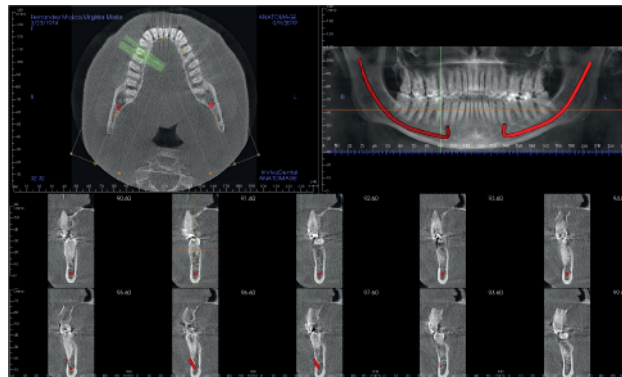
Radiografía Panorámica y Tomografía Axial Computerizada (TAC).
